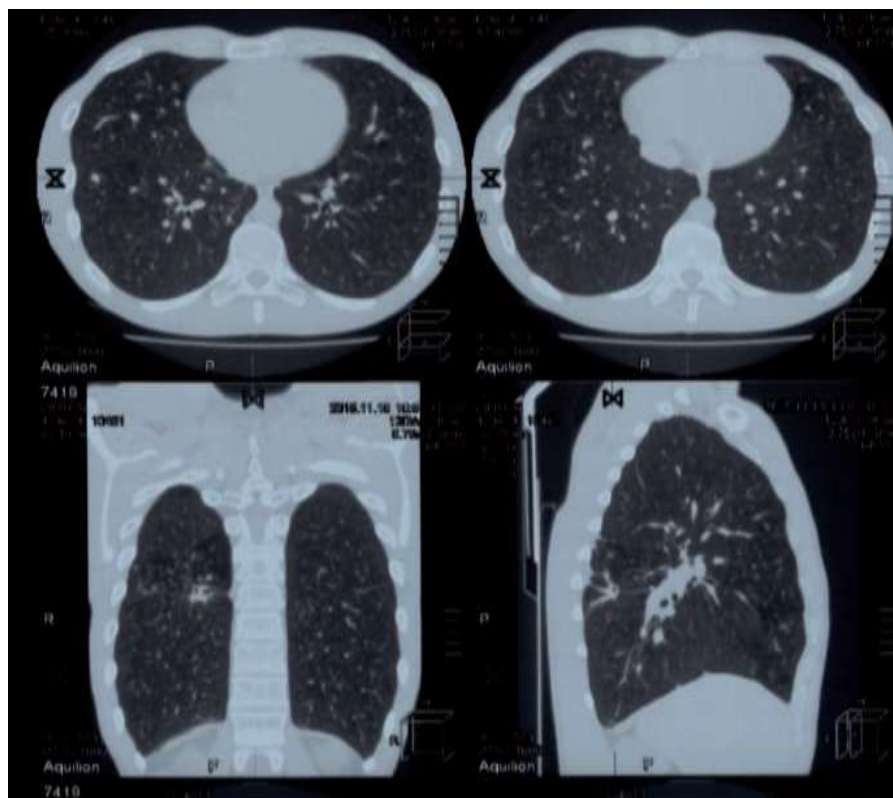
МСКТ ОГК пациента В, 25 лет, через 6 месяцев лечения в ННИИТ. На месте полости распада в S6 правого легкого сформировался небольшой участок пневмофиброза, ранее определяемые инфильтративные изменения отсутствуют
